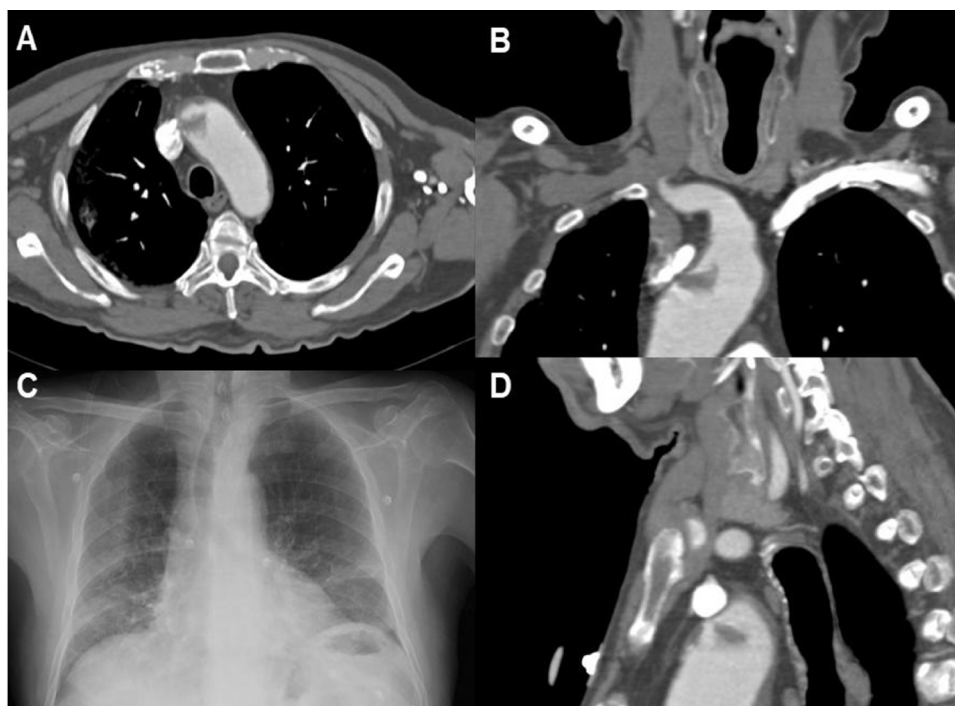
Paciente 13. A) Angio-TC axial, trombosis endoluminal sobre placa de ateroma en el arco aórtico ascendente. B) Reconstrucción coronal angio-TC. C) Radiografía de tórax, infiltrado bilateral difuso en lóbulos pulmonares inferiores y atelectasias laminares en el lóbulo inferior. D) Reconstrucción sagital de angio-TC de la trombosis endoluminal sobre placa de ateroma en el arco aórtico.
